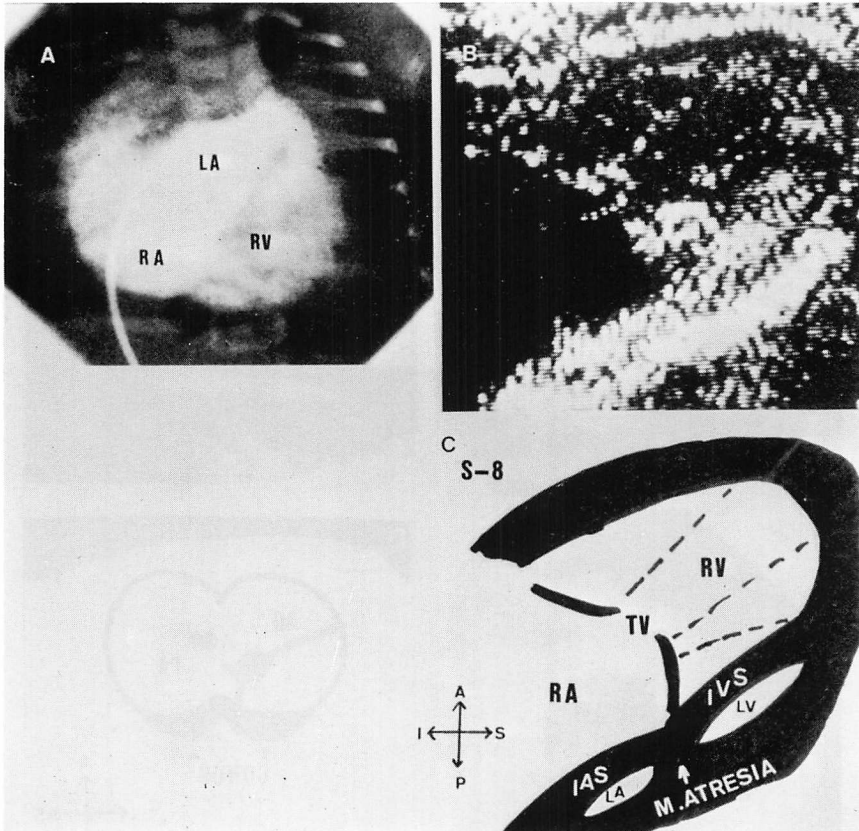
Two-dimensional echocardiogram (B, C) and left atrial angiogram (A) in type III of hypoplastic left heart syndrome.
